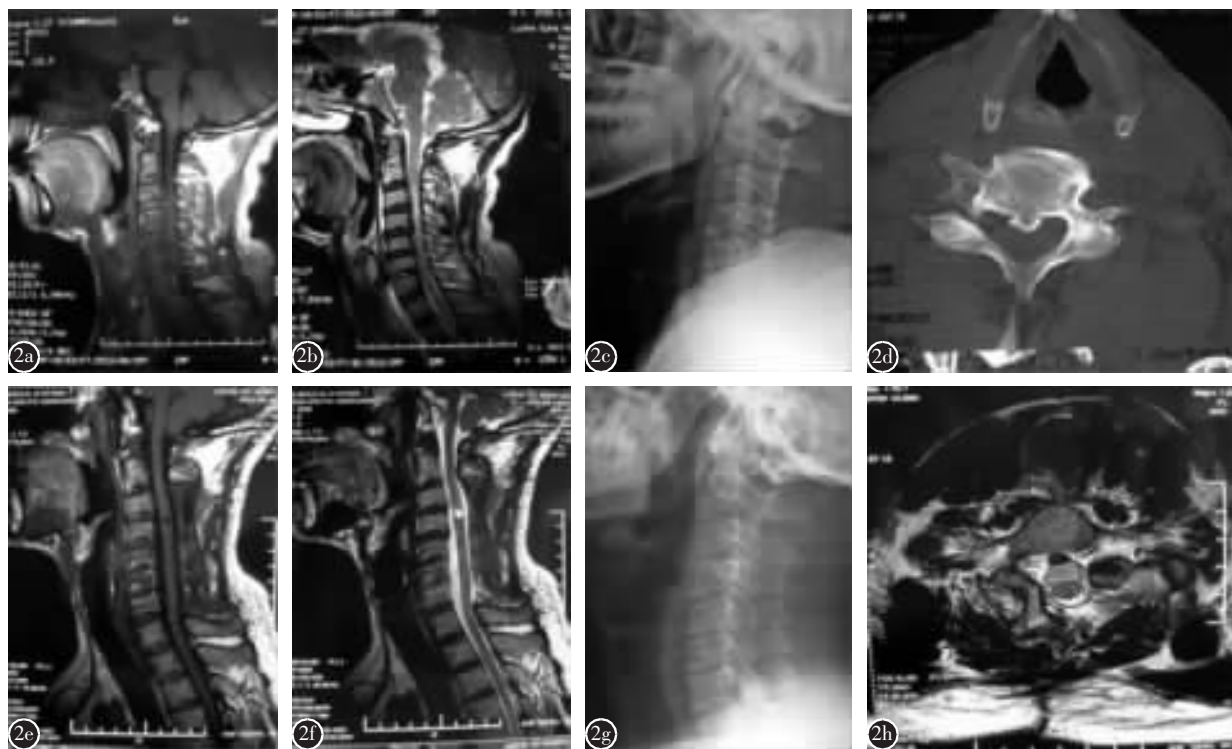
患者男,53岁,四肢麻木无力2年,加重2个月 a 术前颈椎正中矢状位 MRI T1WI 示脊髓明显受压 b 术前颈椎正中矢状位 MRI T2WI 示脊髓明显受压,脑脊液中断,C3~C4 水平脊髓内存在异常高信号 c 术前颈椎侧位 X 线片示颈椎管狭窄 d 术前 CT 横断位示椎管狭窄 e 单开门椎管扩大成形丝线悬吊椎板术后颈椎正中矢状位 MRI T1WI 示脊髓受压已经解除 f 术后颈椎正中矢状位 MRI T2WI 示脊髓受压已经解除,脑脊液通畅,C3~C4 水平髓内存在圆形异常高信号 g 术后颈椎侧位 X 线片示椎管已经扩大 h 术后 MRI 横断位示椎板掀起充分、椎管已经扩大,脊髓明显后移,脊髓周围脑脊液影存在
